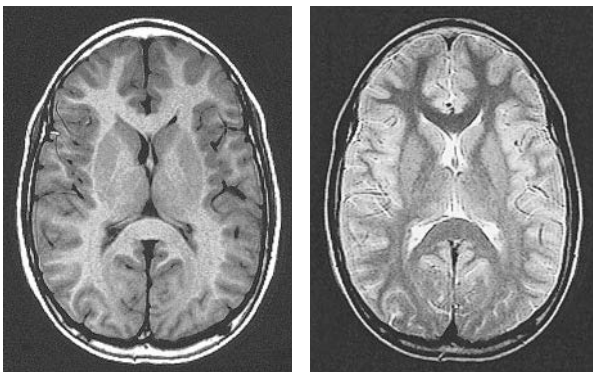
MRT des Gehirns (Normalbefund). Links in T1-Gewichtung: Fett und weiße Hirnsubstanz erscheinen hell (hyperintens); rechts in T2-Gewichtung: Liquor erscheint hell. [Quelle: Reiser, Kuhn, Debus, Duale Reihe Radiologie, Thieme, 2017]
